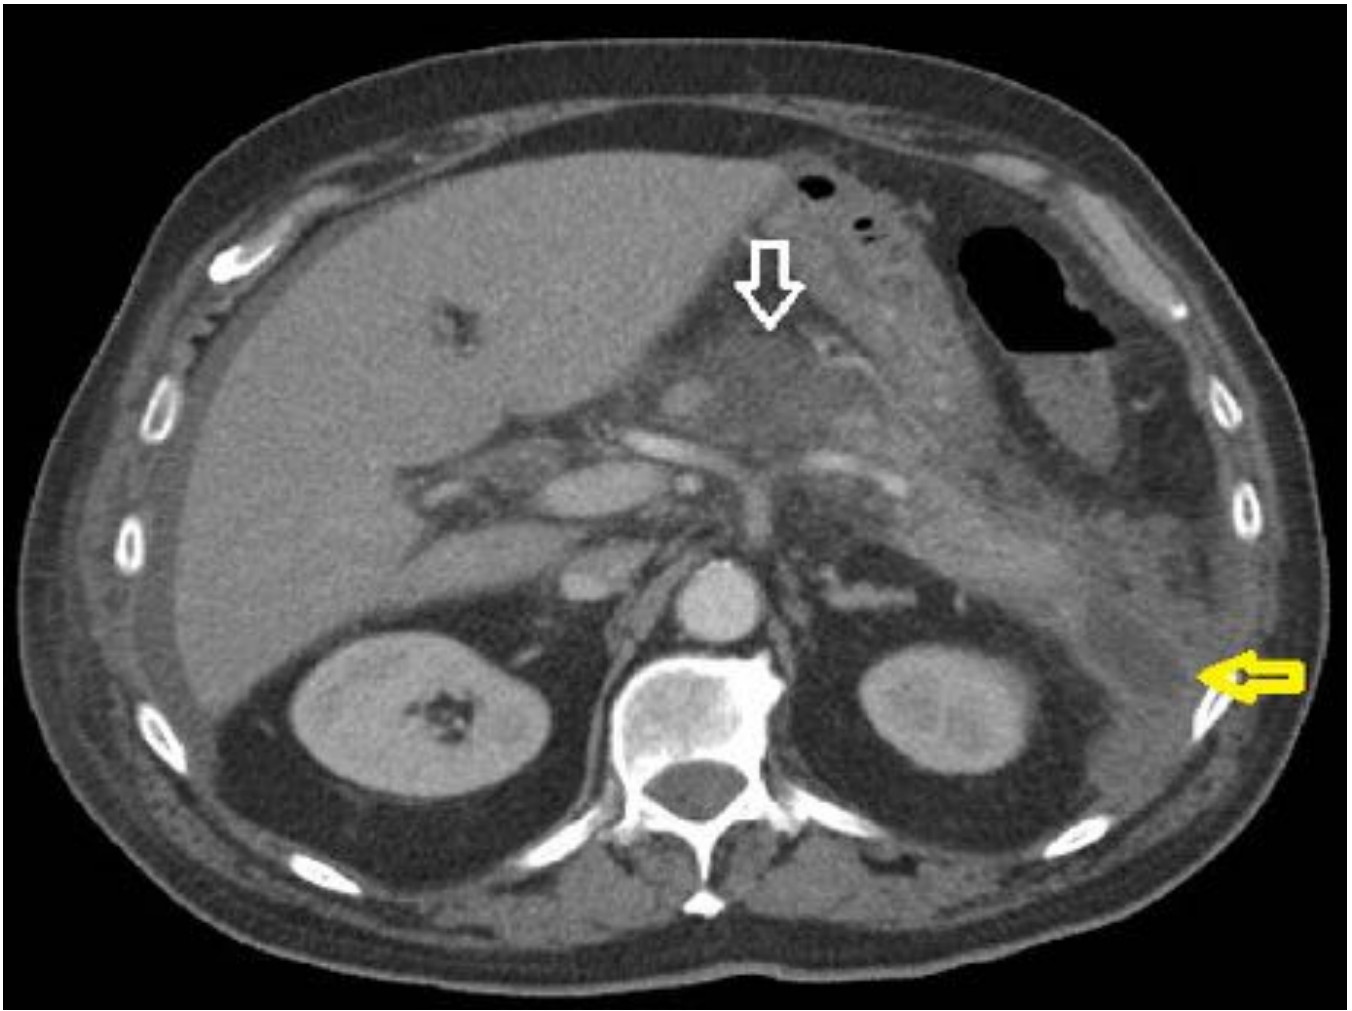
TC abdomen con CIV, plano axial. Paciente de 40 años con pancreatitis aguda necrotizante , se puede observar la desestructuración de la cabeza del páncreas (flecha blanca) y la afectación de la grasa peripancreatica. pequeña colección necrótica aguda en la cola (flecha amarilla)
